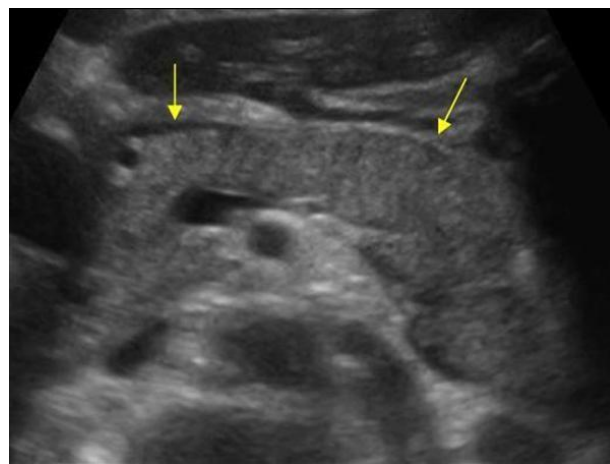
Ultrasound of the IRANP with peripancreatic fluid
